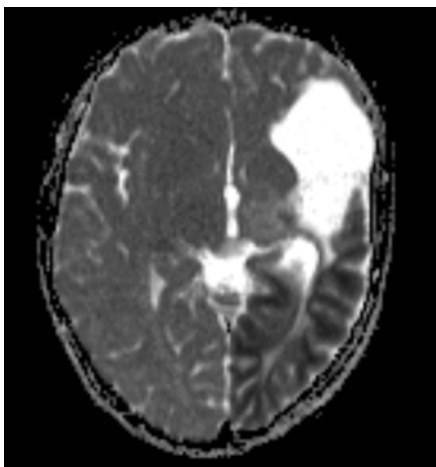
МРТ. Диффузионно-взвешенный режим
